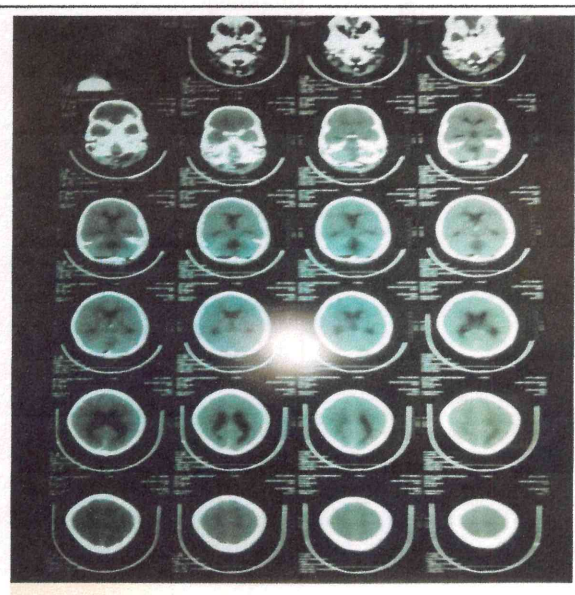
une TDM faite après l'ablation tumorale .
